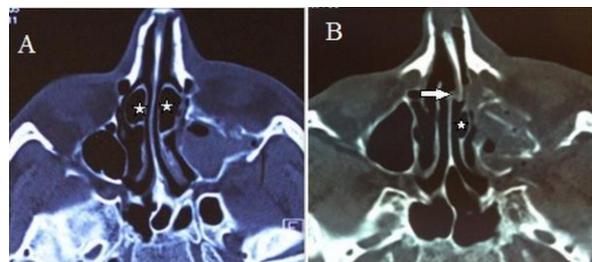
CT-image of hemorrhage on the side of midfacial zygomatico-orbital-maxillary-complex (ZOMC) fracture in association with concha bullosa (stars) (A) or combination of concha bullosa (star) and deviation of nasal septum (arrow) (B)
